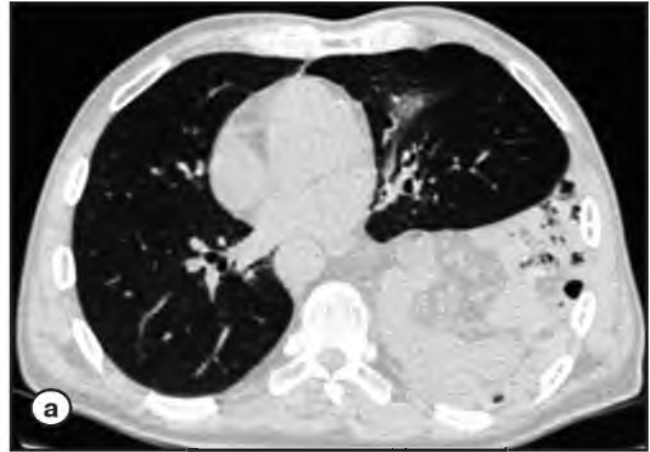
а – МСКТ груди в легочном режиме; б – МСКТ груди в мягкотканном режиме; Средостение смещено вправо. В левой плевральной
